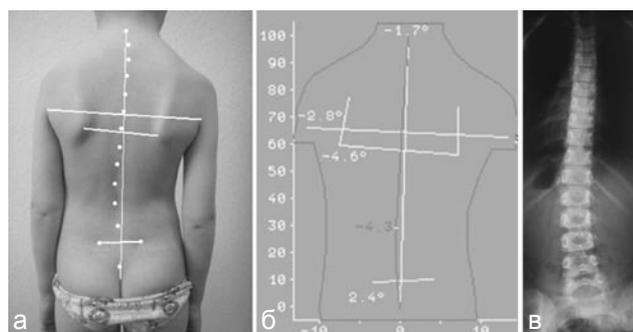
Левосторонний поясничный (каудальный) сколиоз до 10° с невыраженной компенсаторной дугой справа в грудном отделе: а — внешний вид обследуемого; б — топограмма; в — рентгенограмма позвоночника в прямой проекции
